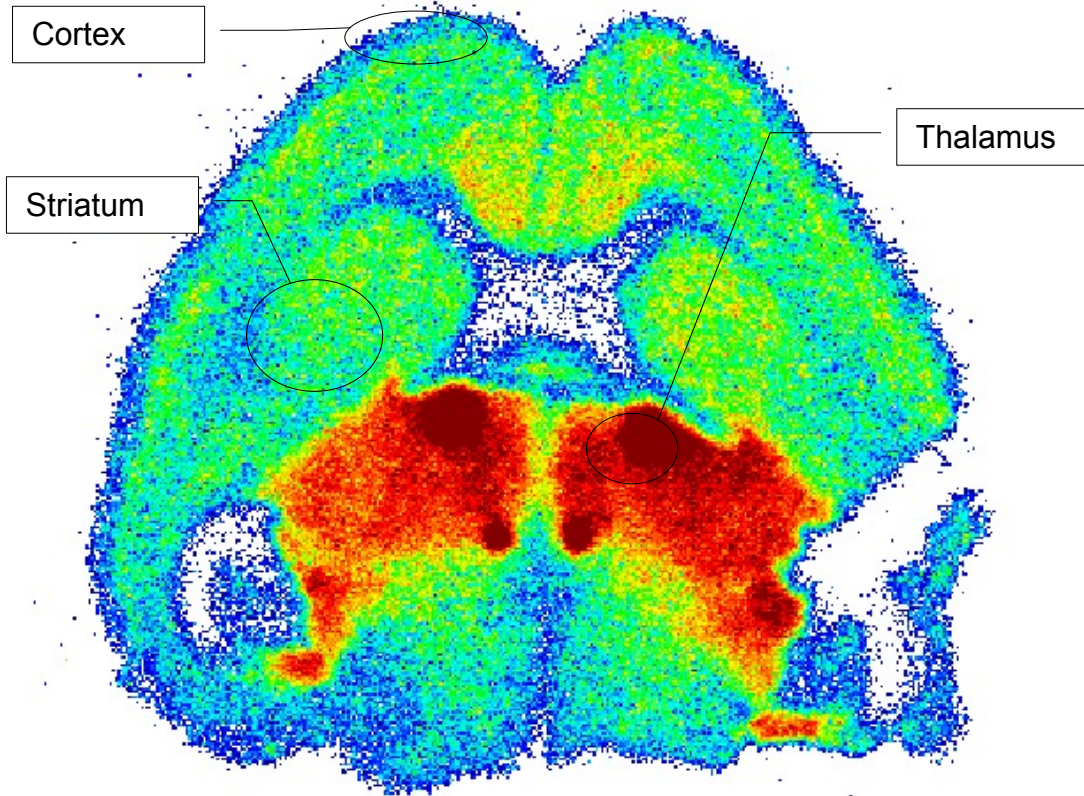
Autoradiographie des Rattenhirns im Horizontalschnitt zur in vitro Darstellung der nACh-Rezeptoren durch [^{131}I]-3-Iodcytisin
